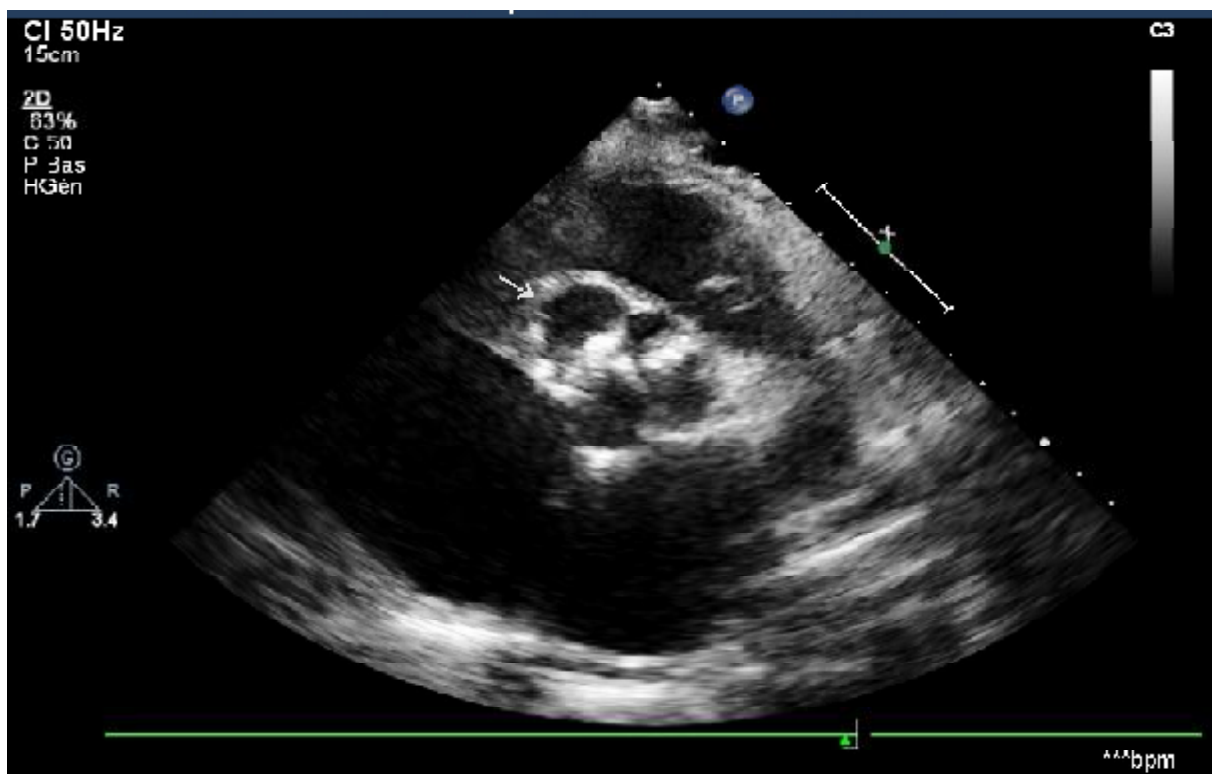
Echocardiographie trans-thoracique en coupe petit axe révélant la présence d'un abcès de l'anneau aortique (flèche).
